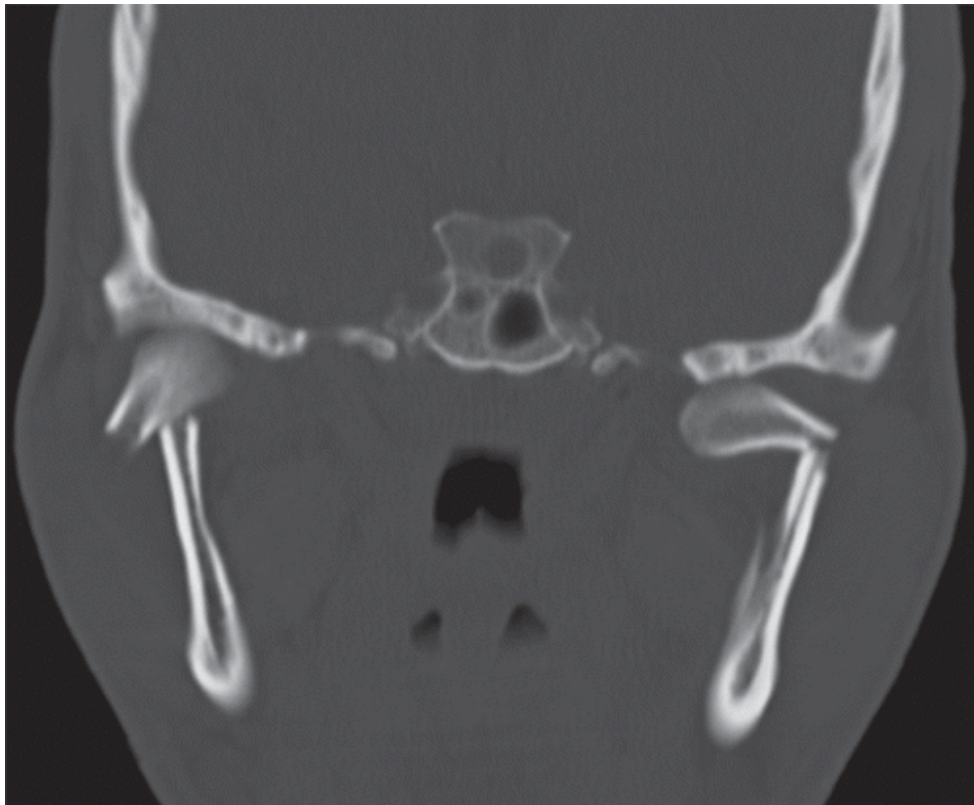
TDM faciale coupe frontale montrant une fracture condylienne basse bilatérale (Iconographie du service de chirurgie Maxillo- faciale HMA (hôpital militaire Avicenne).
